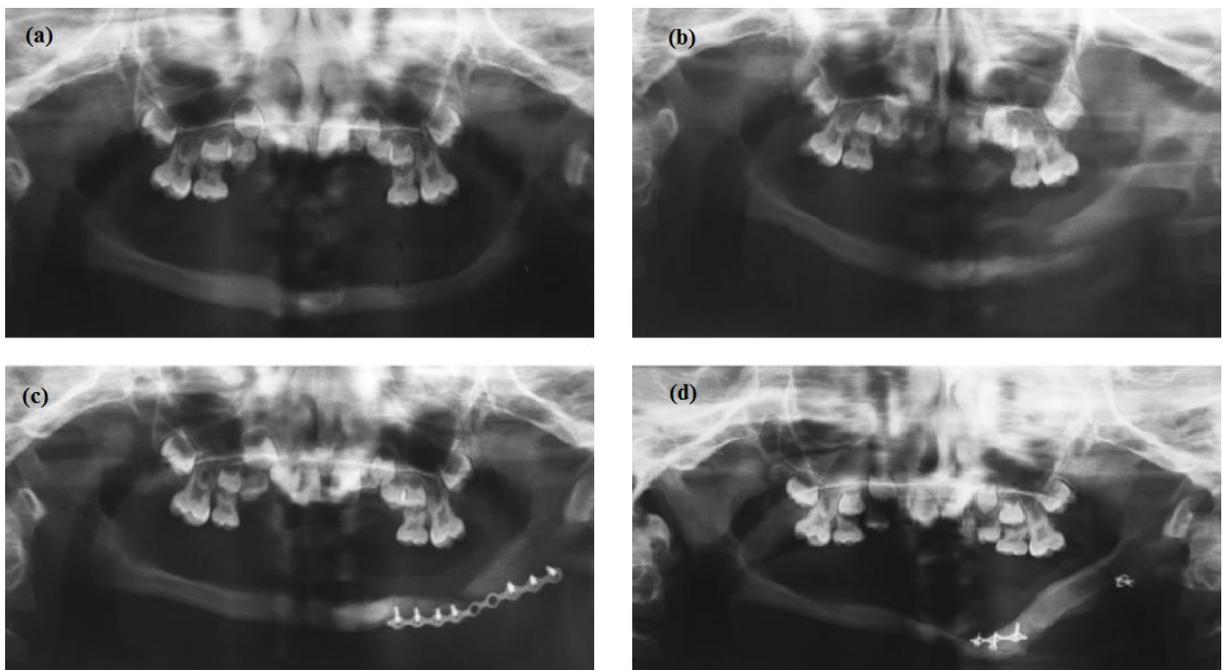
Radiographie panoramique pré-opératoire (a), mise en évidence de la fracture mandibulaire droite (b), traitement par ROFI (c), bilan post-opératoire à 8 mois (d) (71).
